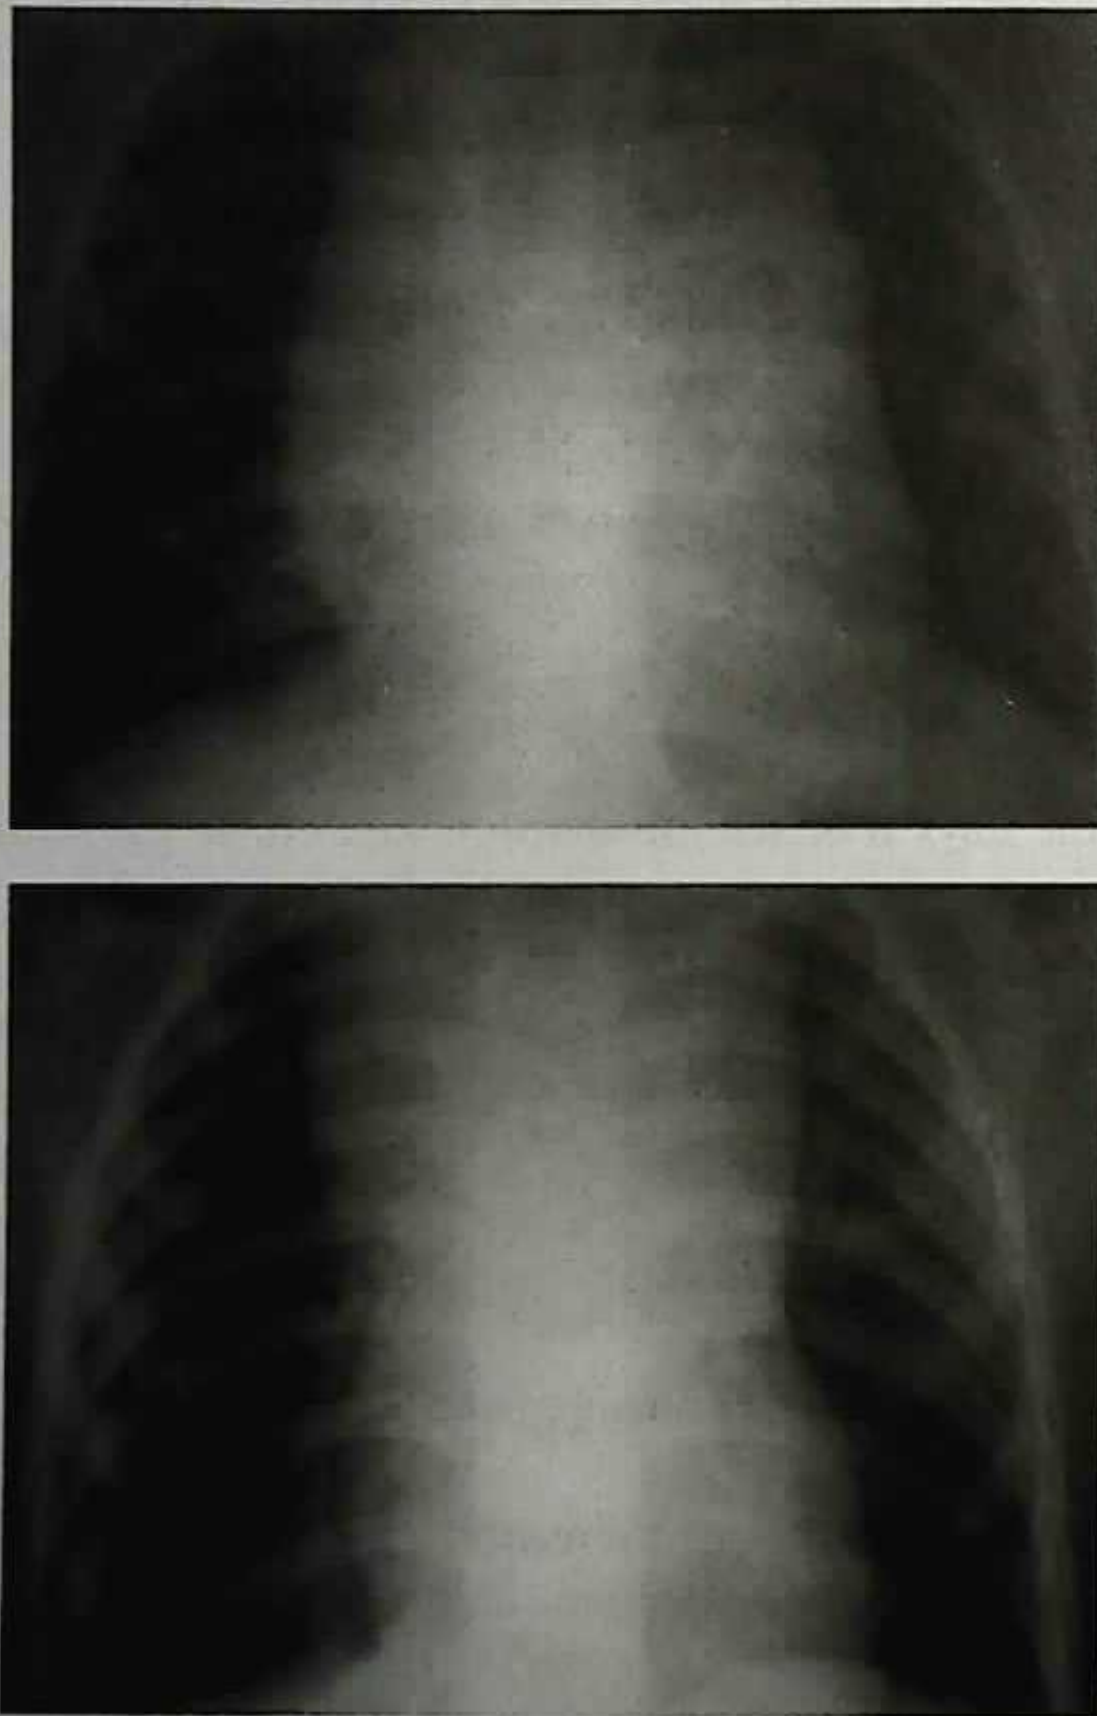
Обзорные рентгенограммы грудной клетки при неходжкинских Т-лимфомах у детей
